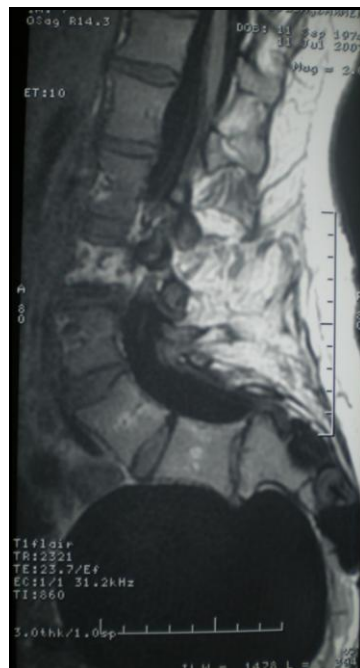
RMN de columna lumbar donde se evidencia un meningocele sacro anterior en paciente con SM
